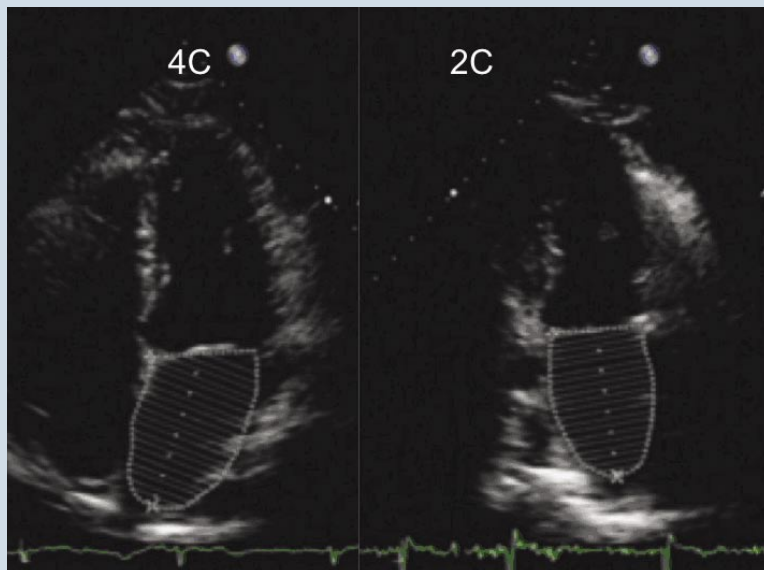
Medida do volume do AE ao ecocardiograma, nos cortes apicais 4 e 2 câmaras
